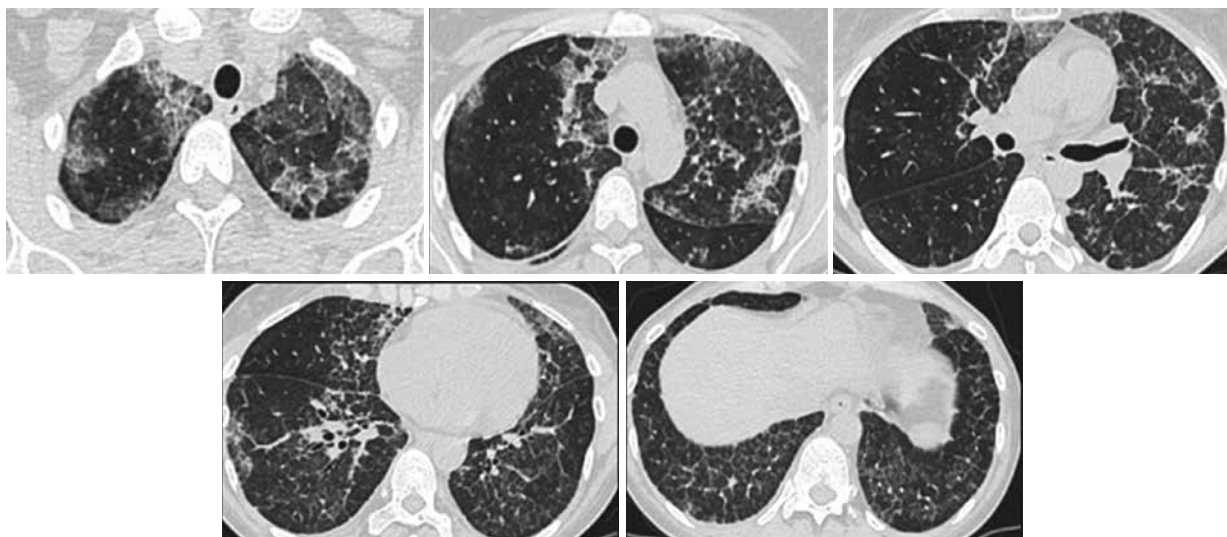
Контрольная компьютерная томограмма органов грудной клетки (29.05.2026 г.). Заметны уменьшение площади и плотности участков «матового стекла», регресс зоны консолидации и уменьшение объема гидроперикарда
